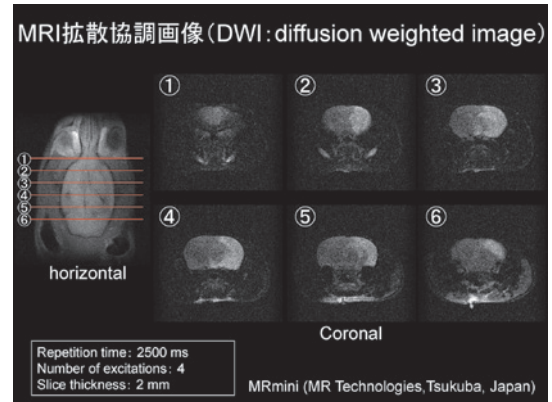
MRI 拡散強調画像 (DWI) における冠状断面スライス画像：梗塞部位は白く高信号を示すことから、脳梗塞モデル完成の指標に用いる。撮影協力：札幌医科大学医療人育成センター 藤井博匡教授
